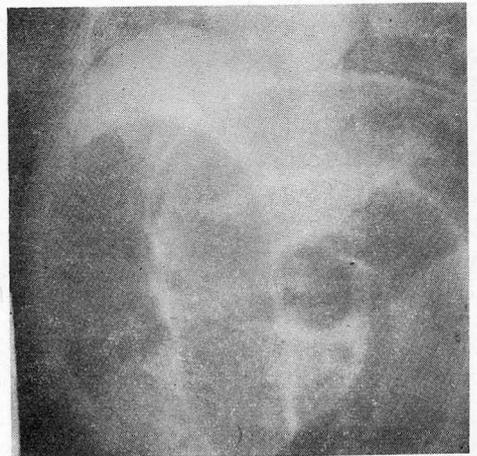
radiograph of intussus ception in reducing process with insufflation of air, intussusceptum is well demonstrated.
